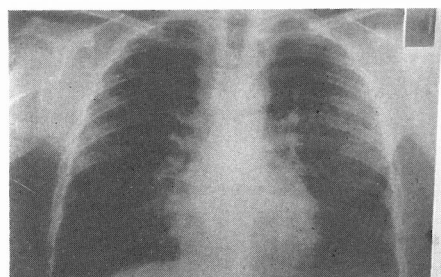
Teleradiografia anteroposterior do tórax em 21/6/99.
